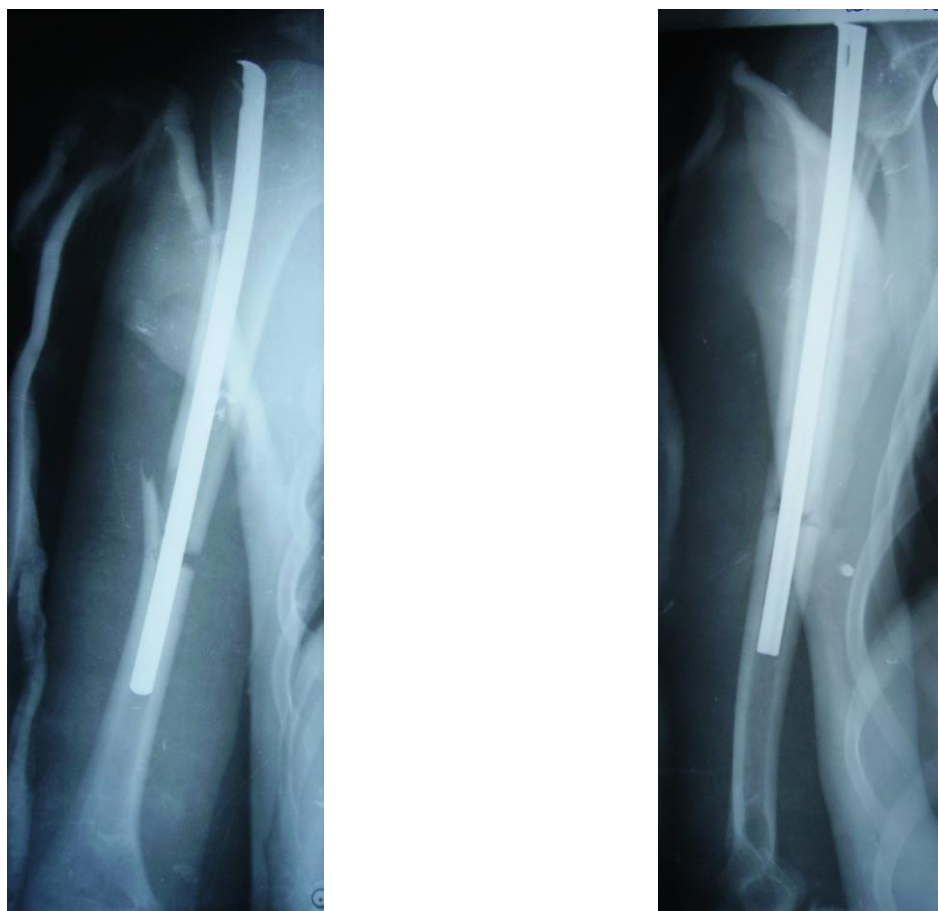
Фотовідбиток рентгенограми хворого Ф.
